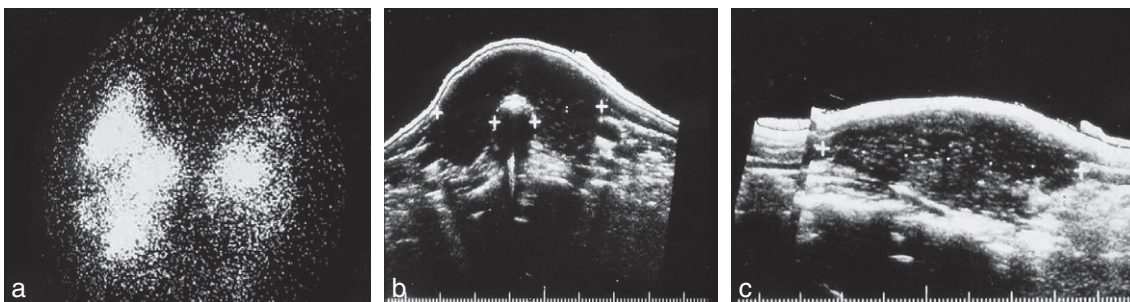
Aspects échographiques et scintigraphiques d'une thyroïdite auto-immune.
